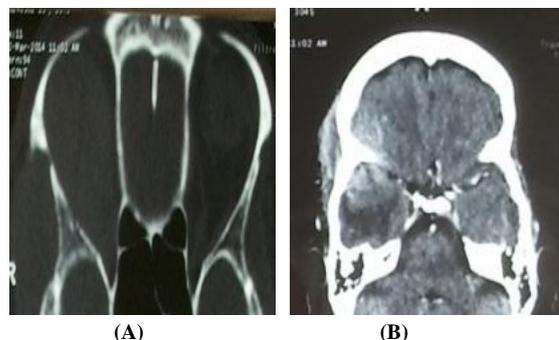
(A) Tomodensitométrie cérébrale avec injection. Coupe axiale. Extension du lymphome (lésion hyperdense) vers le muscle temporal homolatéral et le lobe temporal droit, Enhanced CT axial scan. Extension of lymphoma (hyperdense lesion) to the ipsilateral temporal muscle and the right temporal lobe (B) Tomodensitométrie orbitaire en fenêtre osseuse. Coupe axiale. Erosion de paroi externe de l'orbite droite. CT axial scan in bone window. Erosion of the outer wall of the right orbit.
